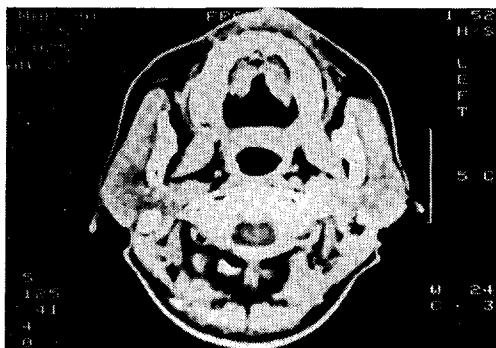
Neck CT scanning revealed soft tissue mass in upper lip and left maxillary and ethmoid sinusitis. There are no lymph node enlargement.
